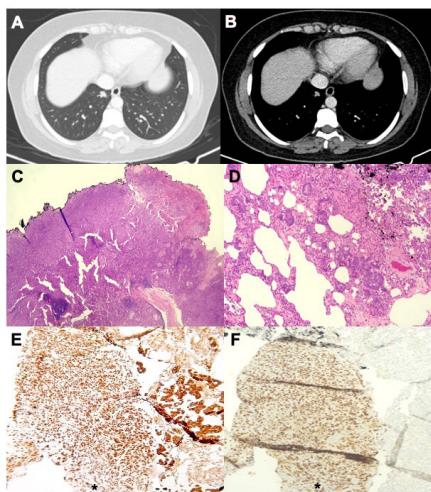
A. Tomografía de tórax, ventana de pulmón donde se evidencia nódulo subsólido (tipo part-solid), espiculado en segmento superior del lóbulo inferior derecho. B. Ventana de mediastino en donde se evidencia el componente sólido de 16 mm del nódulo. C. Parénquima pulmonar con presencia de tumor maligno, con arquitectura papilar (izquierdo*) y acinar (derecha). D. Estudio de inmunohistoquímica positivo para CK7 en el tumor maligno con arquitectura papilar (izquierdo*) y acinar (derecha). E. Estudio de inmunohistoquímica positivo para Napsina A en el primario pulmonar (derecho) y negativo en el tumor maligno con arquitectura papilar (izquierdo*). F. Estudio de inmunohistoquímica positivo para PAX8 en el primario tiroideo (izquierdo) y negativo para en el primario pulmonar (derecho*).
